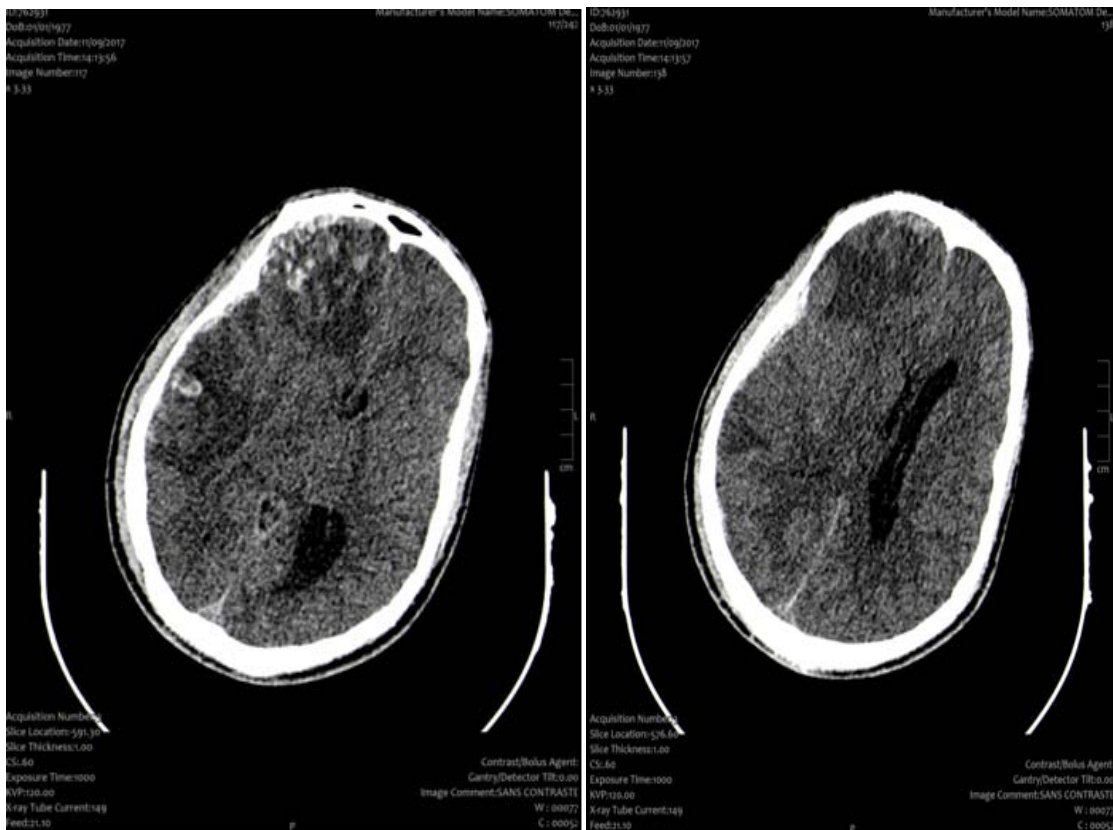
TDM cérébrale C- coupe axiale fenêtre parenchymateuse montrant Multiples foyers de contusions œdémateux hémorragiques fronto temporo pariétaux droits, avec Effet de masse sur la ligne médiane et le ventricule latéral, avec engagement.
